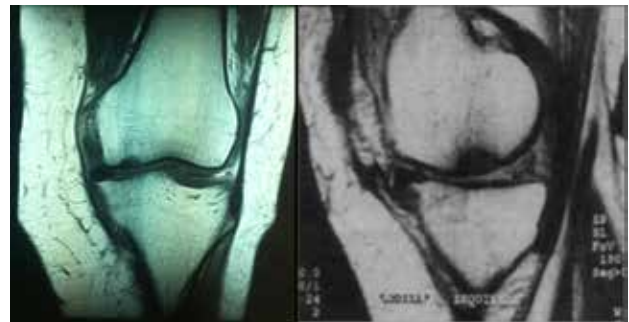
Lesión osteocondral en cóndilo femoral a la RM.
